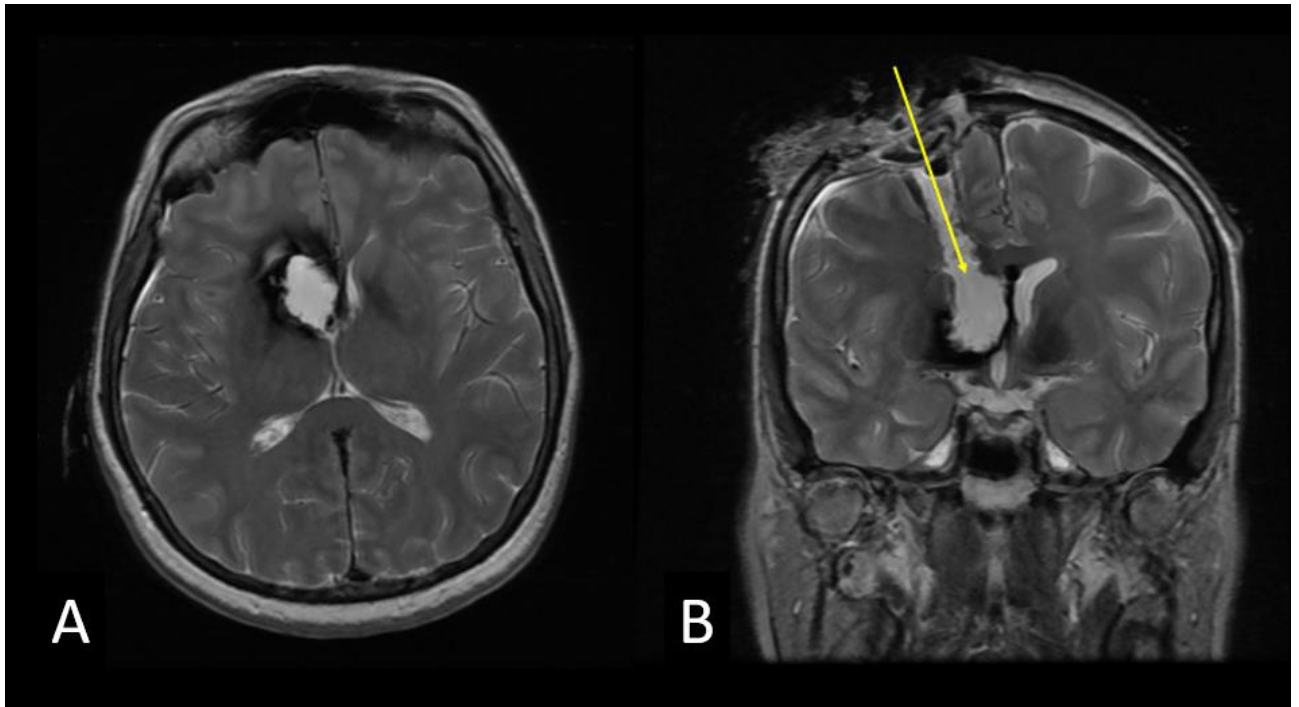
Preoperační MRI (T1-WI) zobrazující jasnější rozlišení umístění CM. Za A) sagitální a za B) koronární snímek. Databáze NCHK 1. LF UK a ÚVN Praha, data o pacientech zůstávají anonymní.
